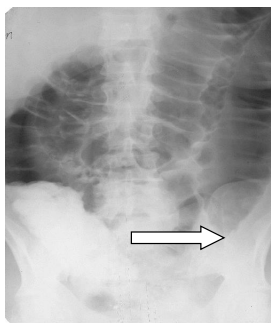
Обзорная рентгенограмма брюшной полости при первой степени субкомпенсированной формы нарушений толстокишечной проходимости. Стрелка указывает на место конусообразного обрыва сплошного пневмоконтура ОК на уровне обтурирующей опухоли левого фланга ОК
